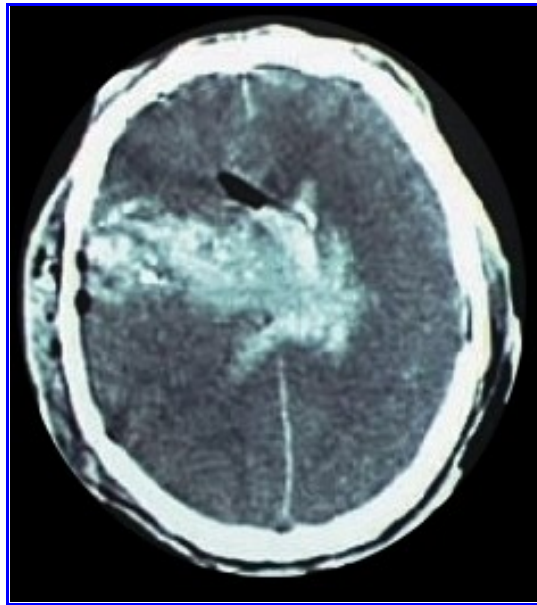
TAC de cráneo. Herida de bala.
